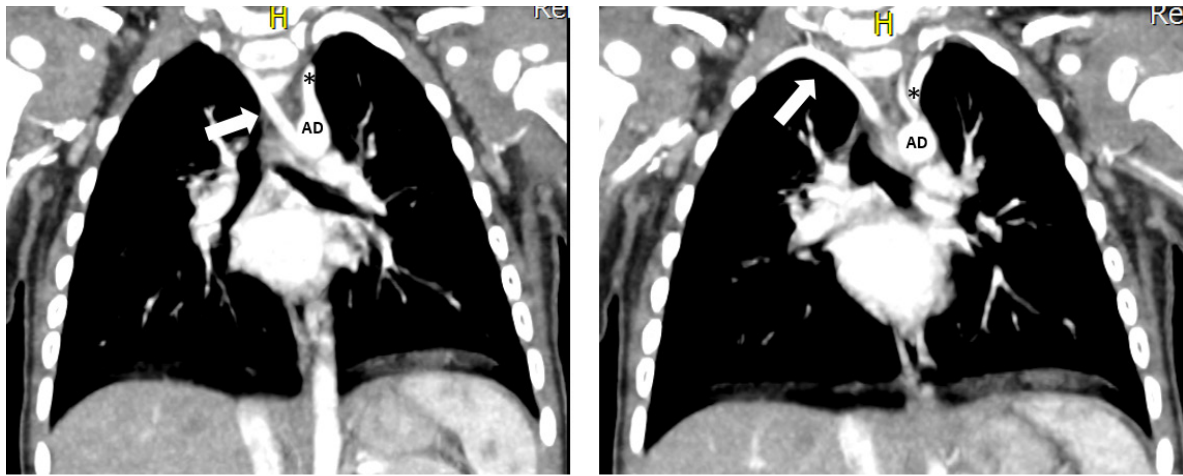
Angiotomografía de tórax reconstrucción coronal.
